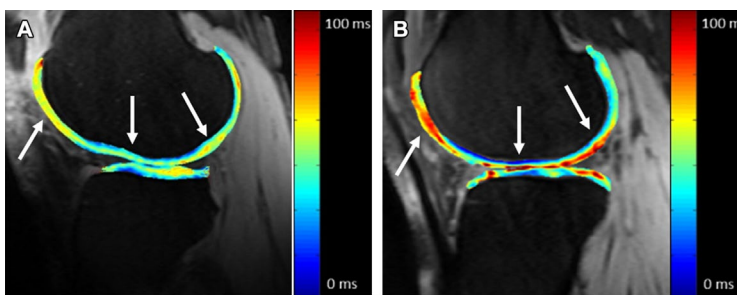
MRI lutut koronal resolusi spasial tinggi pada pria berusia 58 tahun. Tulang rawan tibiofemoral disegmentasi secara manual menggunakan pemetaan warna
